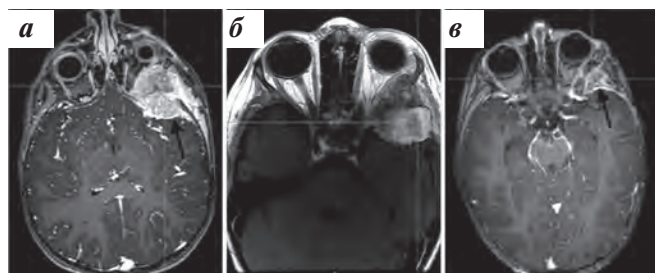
Девочка, 4 года. Диагноз: НБ без выявленного первичного очага, 4-я стадия по INSS (метастатическое поражение области орбиты слева). Амплификации гена MYCN, делеций 1p и 11q не выявлено. МРТ T1-ВИ с контрастным усилением: а – инициальное исследование; б – после завершения этапа индукционной ПХТ; в – после хирургического удаления метастатического очага, на этапе планирования ЛТ
